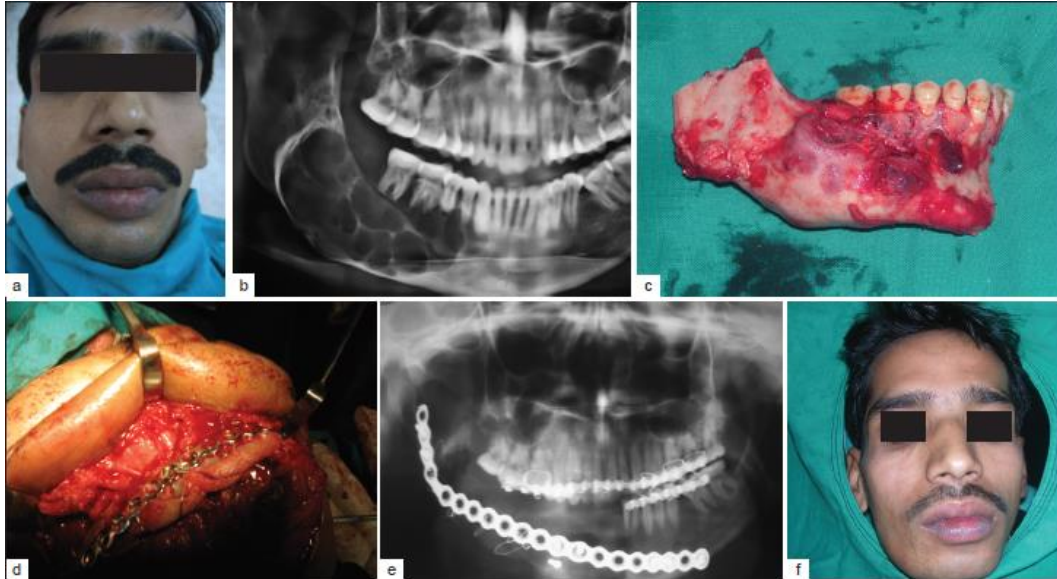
(a) Vista frontal preoperatoria del paciente, (b) radiotransparencia multilocular que involucra el cuerpo derecho el ángulo de la mandíbula, (c) parte resecada de la mandíbula que involucra 2 cm de hueso sano, (d) reconstrucción de la mandíbula con injerto de cresta ilíaca, (e) radiografía postoperatoria, (f) vista frontal postoperatoria. (28)
